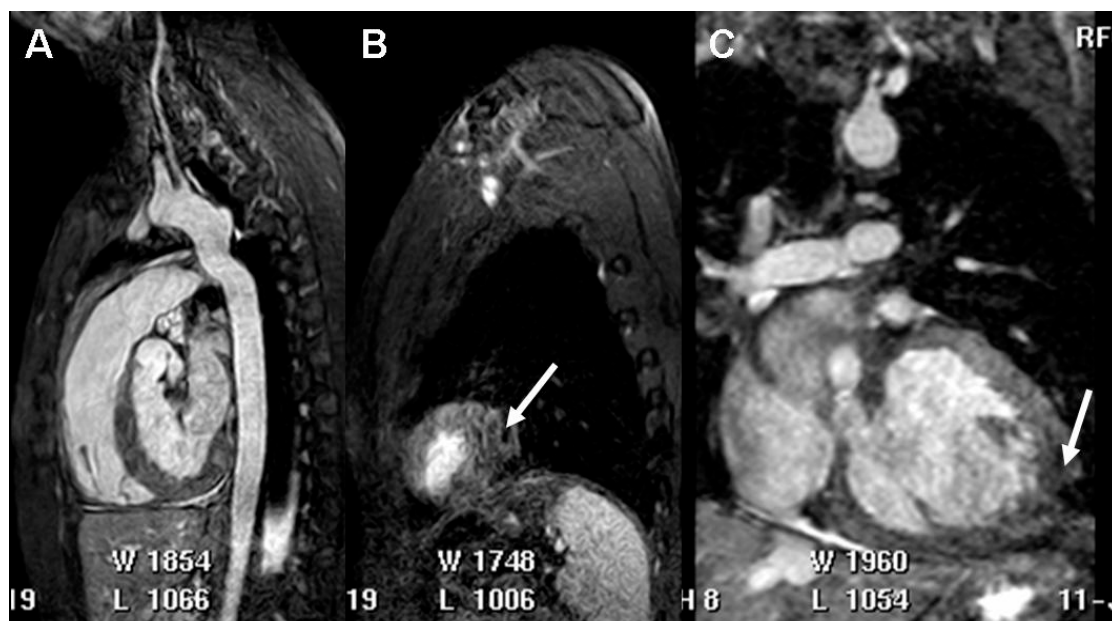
Artefactos “*off resonance*” en el extremo lateral izquierdo del volumen de adquisición 3D sagital. Paciente de 20 años con antecedente de cirugía por coartación aórtica (anastomosis termino-terminal). Imágenes en el plano sagital (A, B) y reconstrucción coronal (C). La calidad de imagen a todo lo largo de la aorta es excelente (B), mientras que en la región del ápex se aprecia un artefacto de radiofrecuencia con pérdida de señal (flechas).
